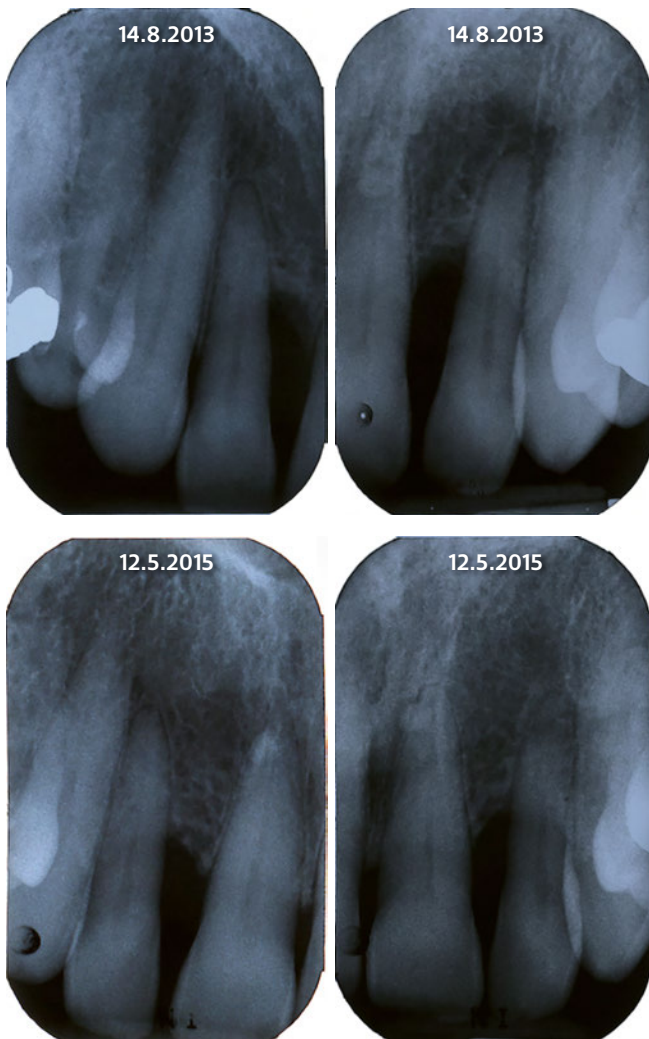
Einzelzahnrontgen der seitlichen Inzisiven vor der Behandlung und ein Jahr nach Initialtherapie in Kombination mit systemischen Antibiotika
